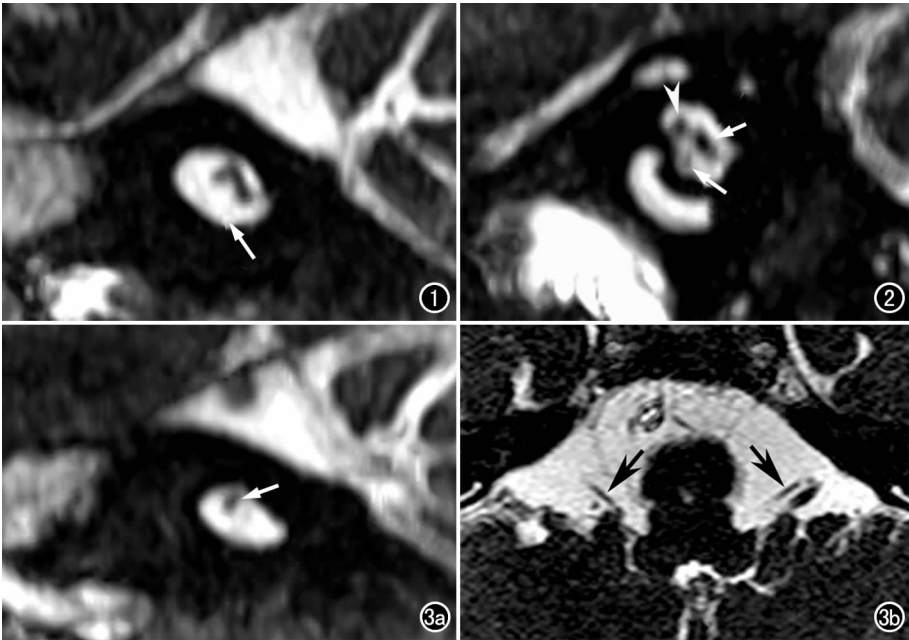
蜗神经缺失, MRI 斜矢状面内耳道成像显示内耳道前下象限未见蜗神经 (箭)。图 2 蜗神经细小, MRI 斜矢状面内耳道成像显示内耳道前下象限内可见蜗神经 (长箭), 但较同侧面神经 (箭头) 及前庭神经细小 (短箭), 内耳道前上象限为面神经, 后方为前庭上、下神经, 此层面前庭上、下神经尚未分离。图 3 前庭蜗神经未显示。a) MRI 斜矢状面内耳道成像显示内耳道内仅见单支神经 (箭), 为面神经; b) MRI FIES-TA 序列原始图像显示右侧脑池仅见一支神经结构 (面神经, 箭), 而左侧显示前后两支神经结构, 前方为面神经 (箭), 后方较粗者为前庭蜗神经。
